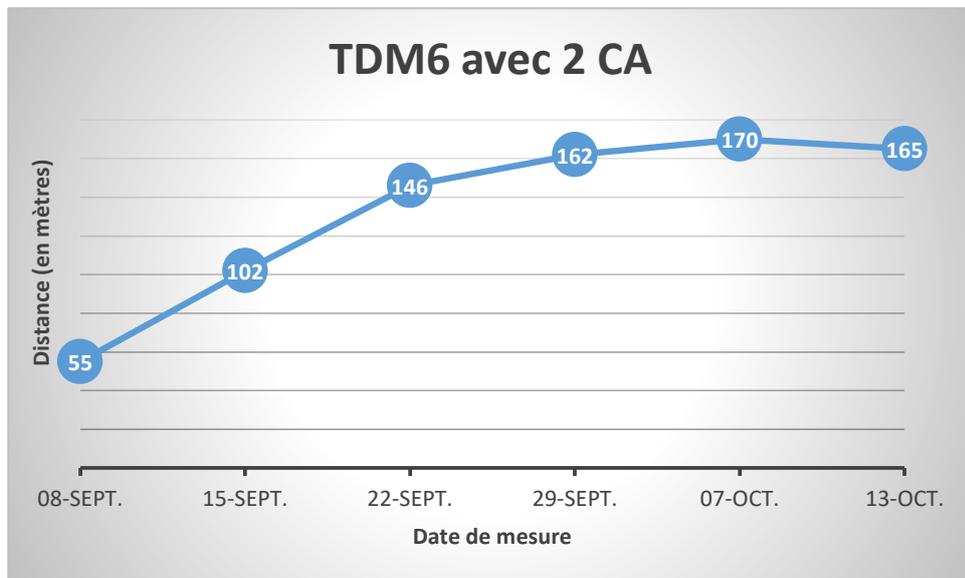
évolution du TDM6 avec 2 CA
